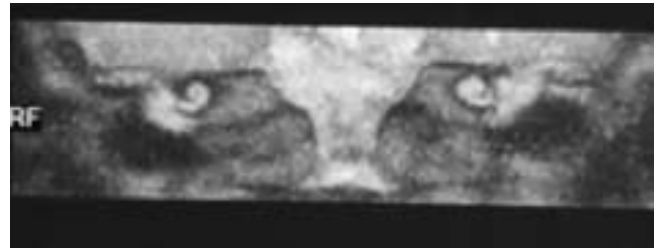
RM normale conformazione del pacchetto acustico e delle coclee
